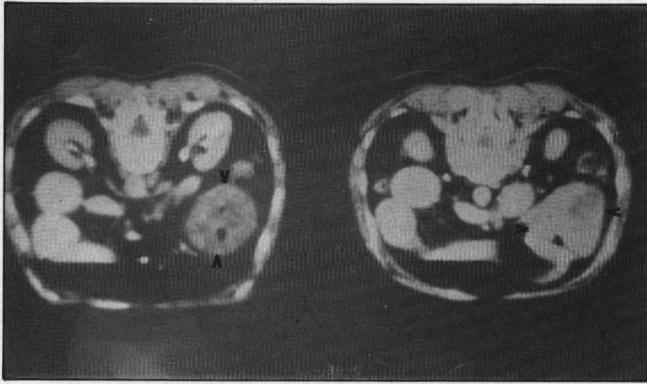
Tomografía Axial Computarizada. Tumor dependiente del intestino delgado. (Demarcado con flechas).
